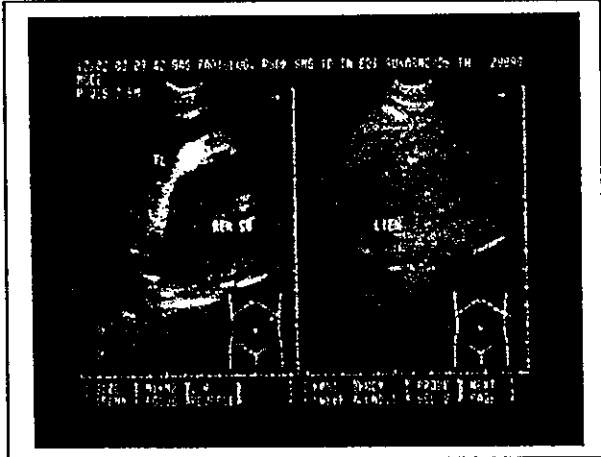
Gambaran hasil pemeriksaan USG ("FAST") yang positif adanya cairan bebas
